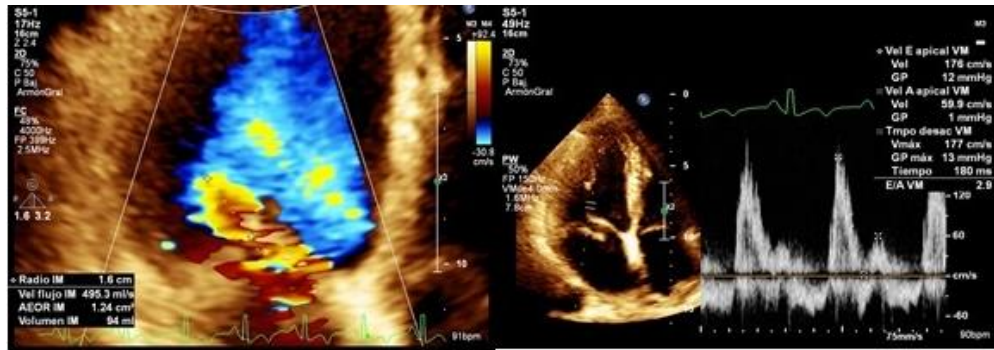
Ecocardiograma preoperatorio.
